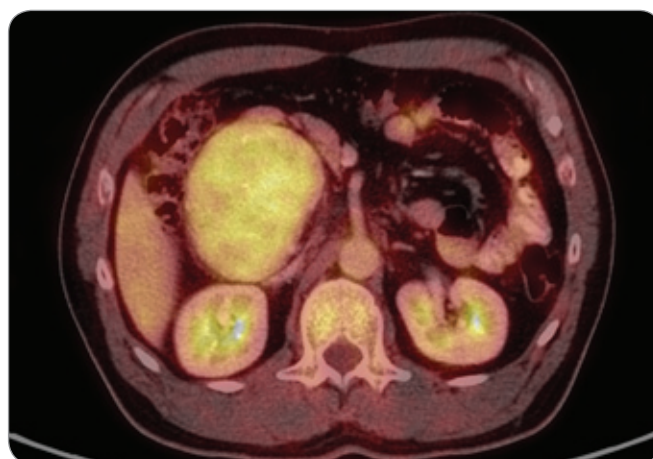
Metabolická aktivita léze ($SUV_{max\ lesion}$) je 4,70 a metabolická aktivita jater ($SUV_{max\ hepar}$) je 2,81. Index $SUV_{max\ lesion} / SUV_{max\ hepar}$ je 1,67.
